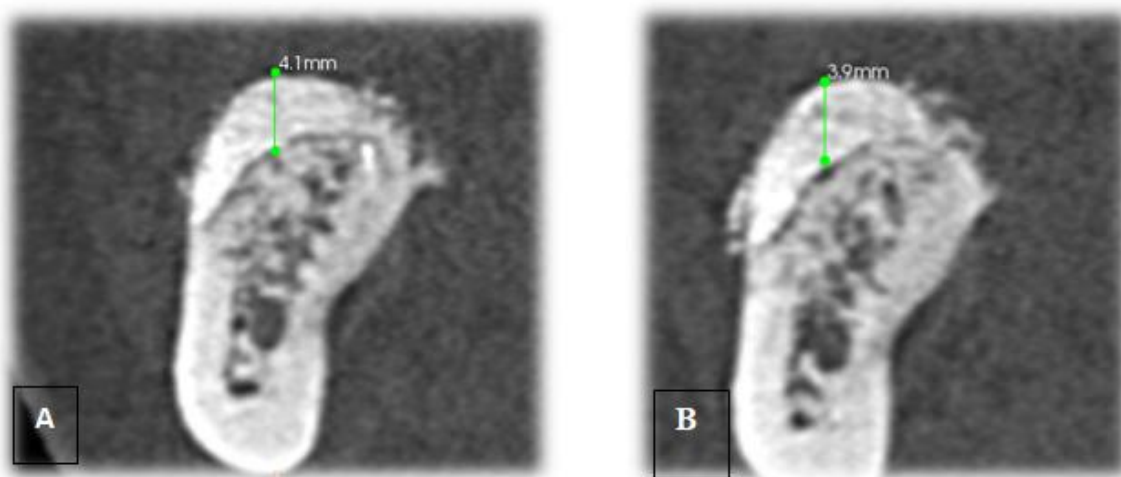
Imagine din CT a secțiunii mandibulare care reprezintă calcularea grosimii în mm a țesutului osos nou-regenerat. Imaginea A- grosimea grefei(os) inițiale și imaginea B grosimea țesutului osos nou regenerat în dinamică
